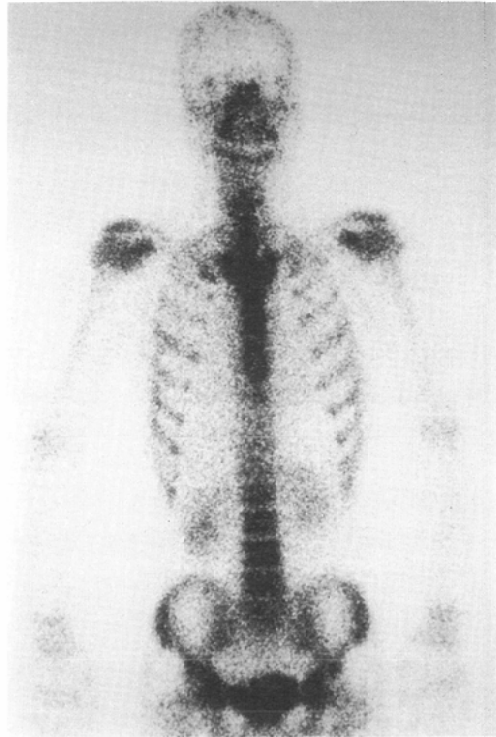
Case 40, a 33-year-old male with a diving history of 2 hours/day for 1.5 years. Bone scintigraphy shows a high uptake in both humeral heads. There was no abnormality present on radiography and he was asymptomatic.
